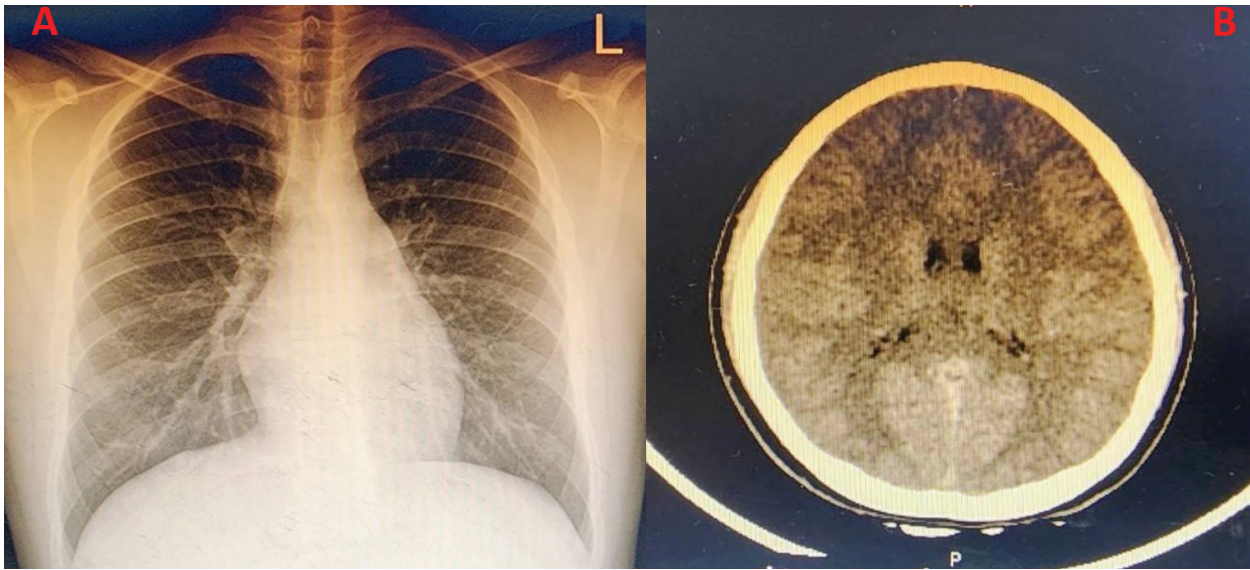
This figure showed the normal chest radiography (A) and CT brain (B) of this patient.
